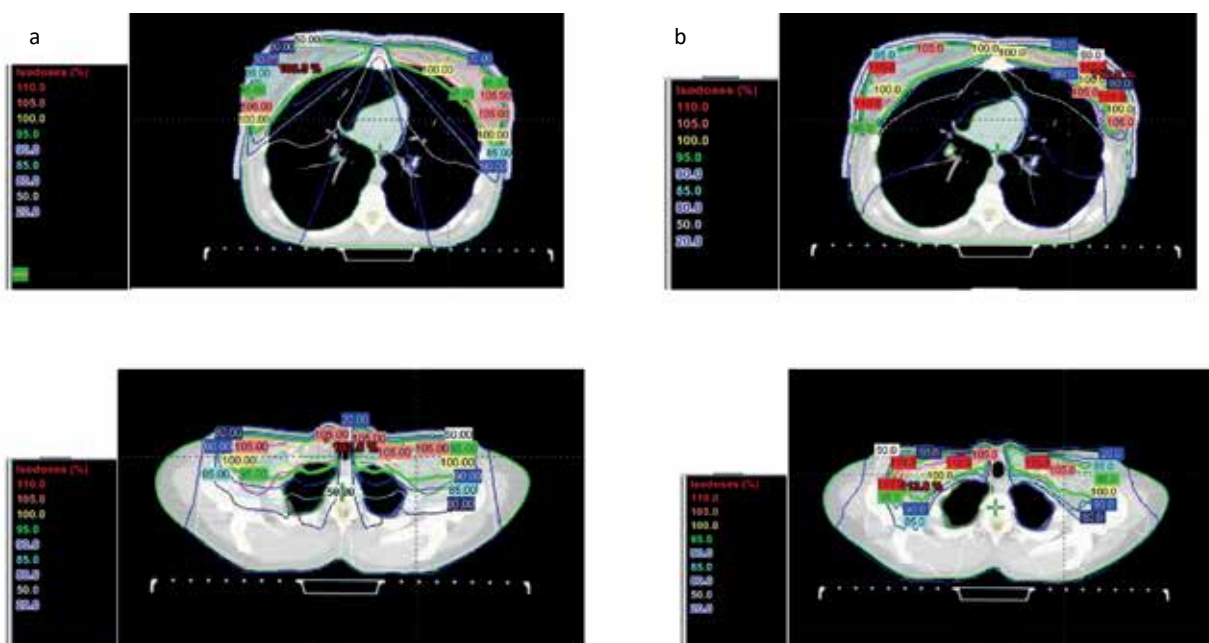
Аксиальные срезы топометрической компьютерной томографии пациентки Я. Оконтурированы органы риска: левое лёгкое, правое лёгкое, сердце, а также объёмы CTV и PTV. а — 3D CRT; б — IMRT
